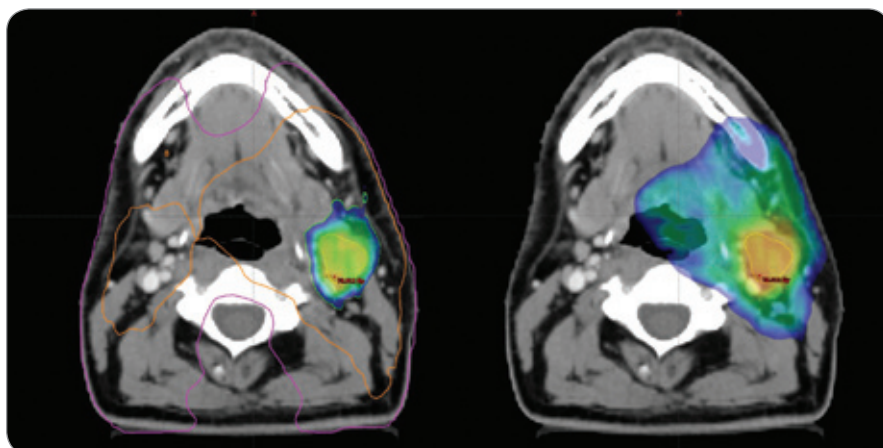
Porovnání diagnostických snímků s  $^{18}\text{F}$ -FMISO a  $^{18}\text{F}$ -FDG.
